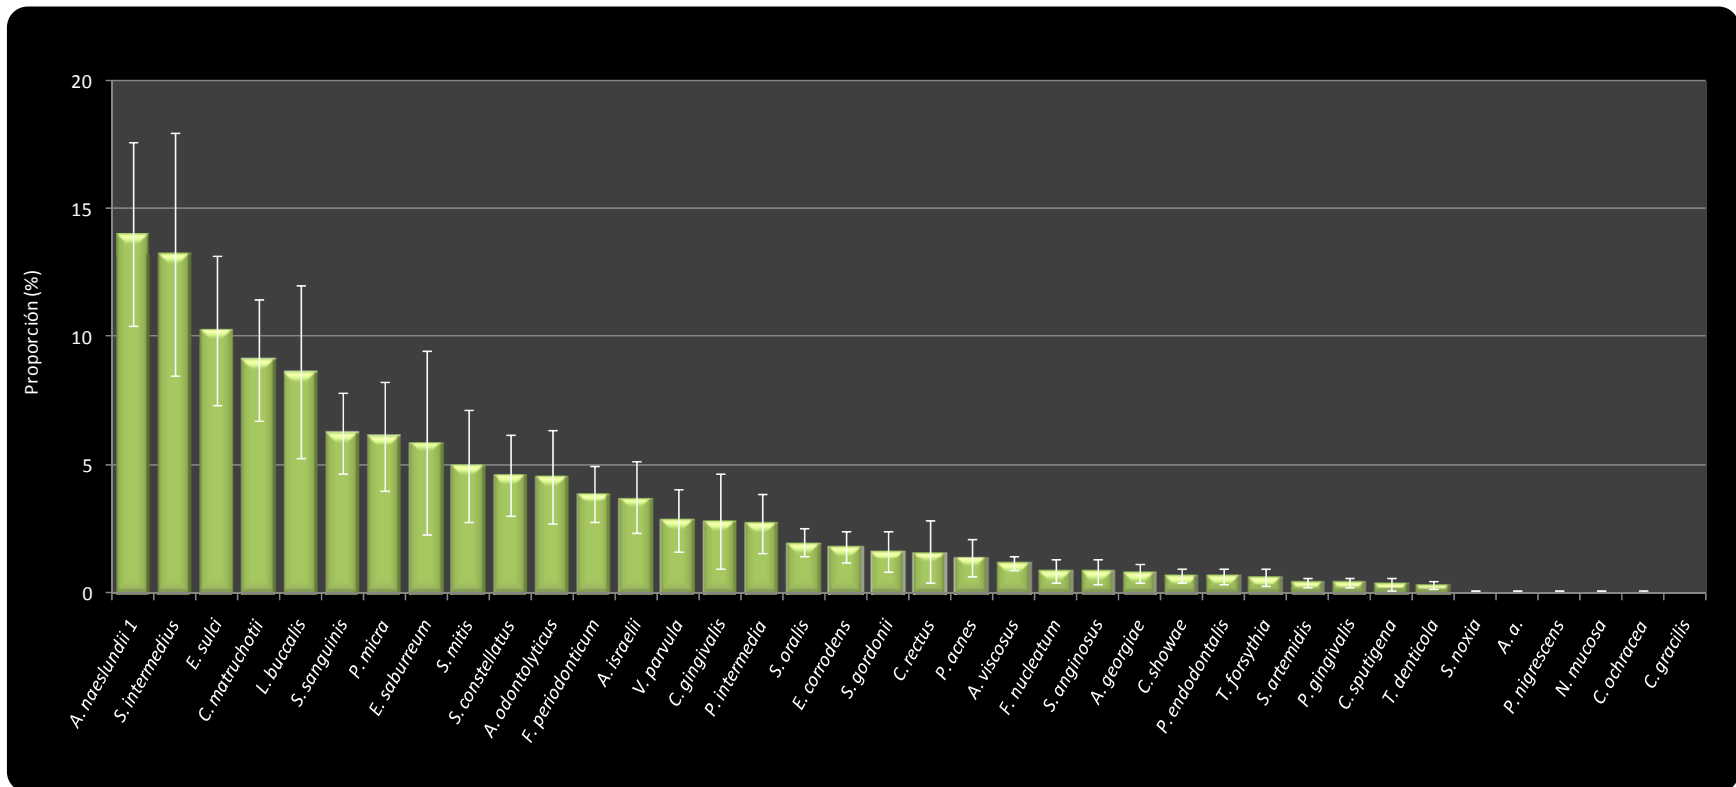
Proporción promedio (% de cuentas bacterianas totales \pm EEM) de las 38 especies individuales en 54 muestras periapicales provenientes de 27 sujetos de estudio. Las proporciones fueron calculadas para cada especie en cada una de las muestras, promediadas entre las 2 muestras de cada sujeto y posteriormente entre los 27 sujetos de estudio. Los datos graficados en la presente figura se presentan en la tabla 7. A. a.: *Aggregatibacter actinomycetemcomitans*.
